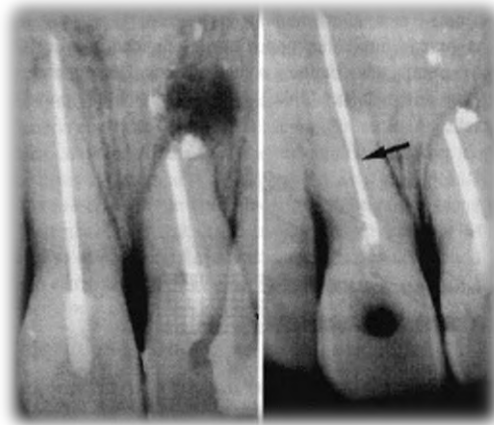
Radiografía que evidencia la corrosión por puntas de plata (5)
